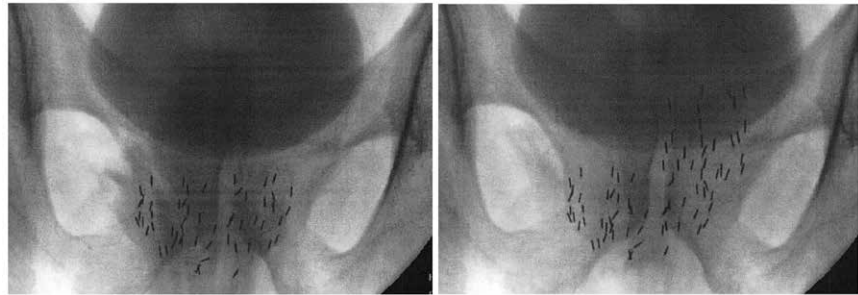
Abschlussdokumentations-Röntgen nach primärer Brachytherapie und fokaler Salvage-Brachytherapie. Erstimplantation auswärts 2003, Salvage-Brachytherapie am 21.2.2014 bei PSA 7,53 ng/ml. Letzter PSA 0,06 ng/ml am 1.9.2016, keine adjuvante Therapie. Der Patient ist beschwerdefrei.
